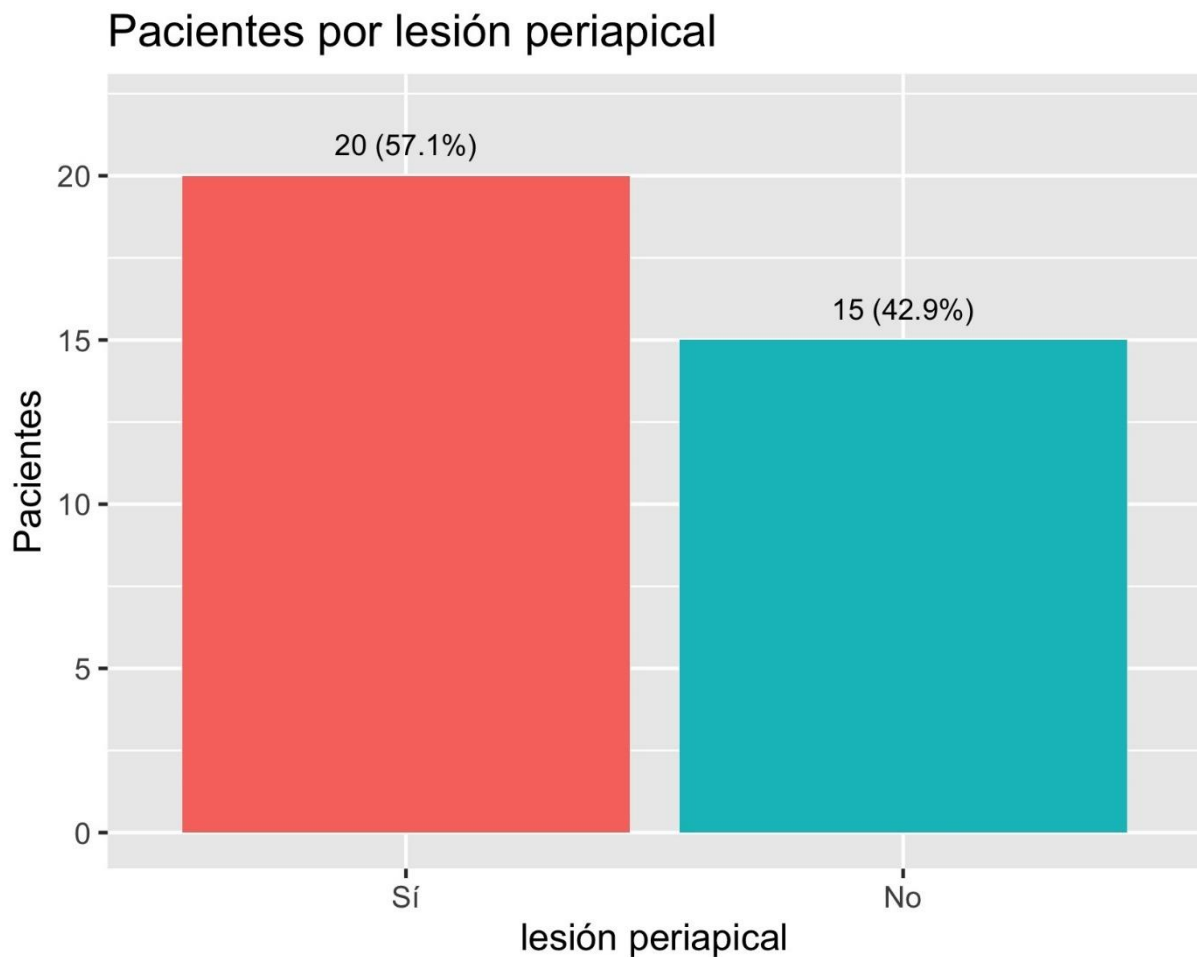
Gráficos de barras de pacientes por Lesión periapical
